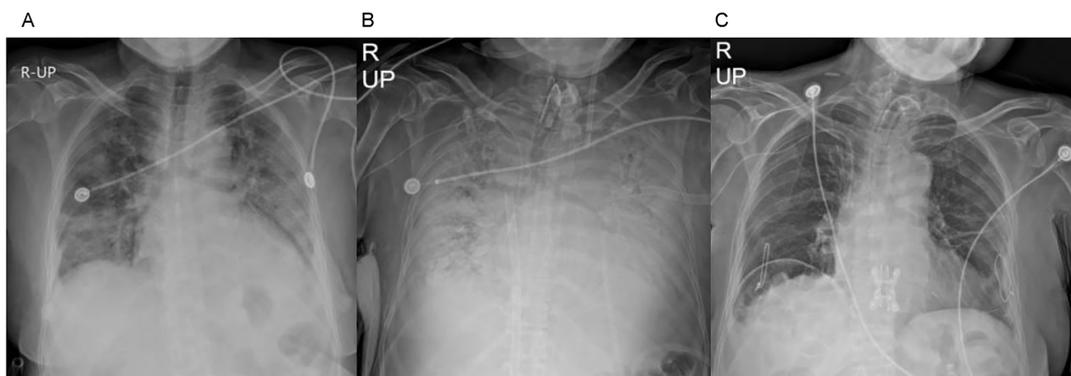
Chest x-ray (A) at the time of admission, (B) at 2 months after hospitalization (before lung transplantation), (C) at 4 months after hospitalization (after lung transplantation)
